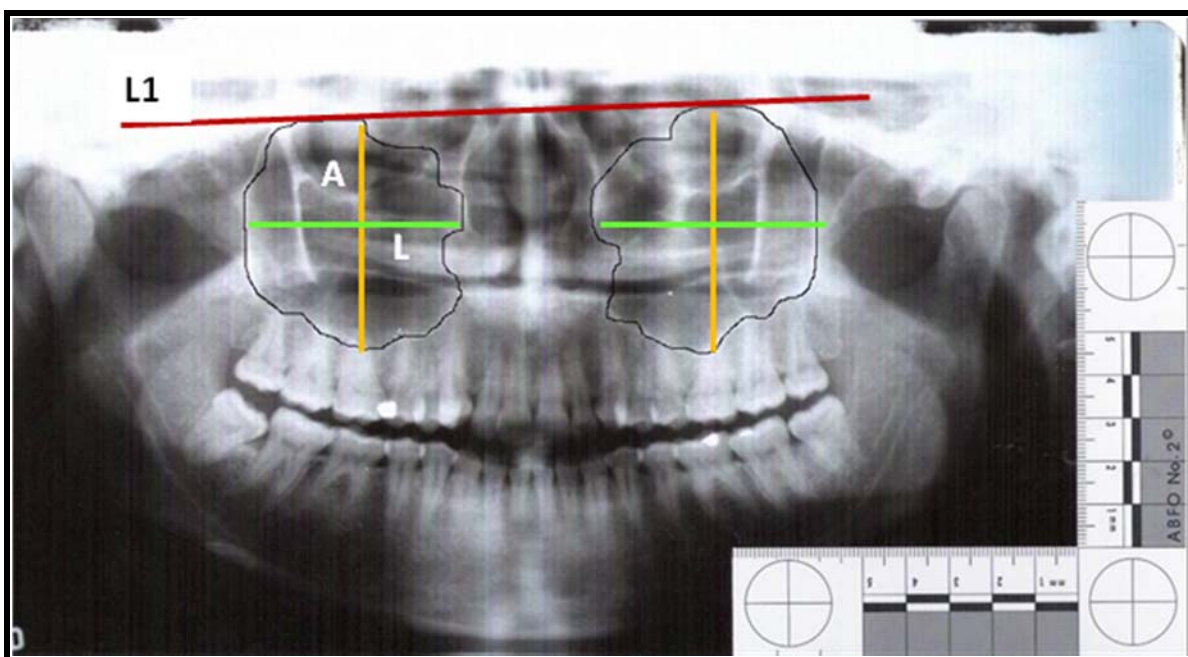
Mensuração da largura e altura do seio maxilar na radiografia panorâmica
